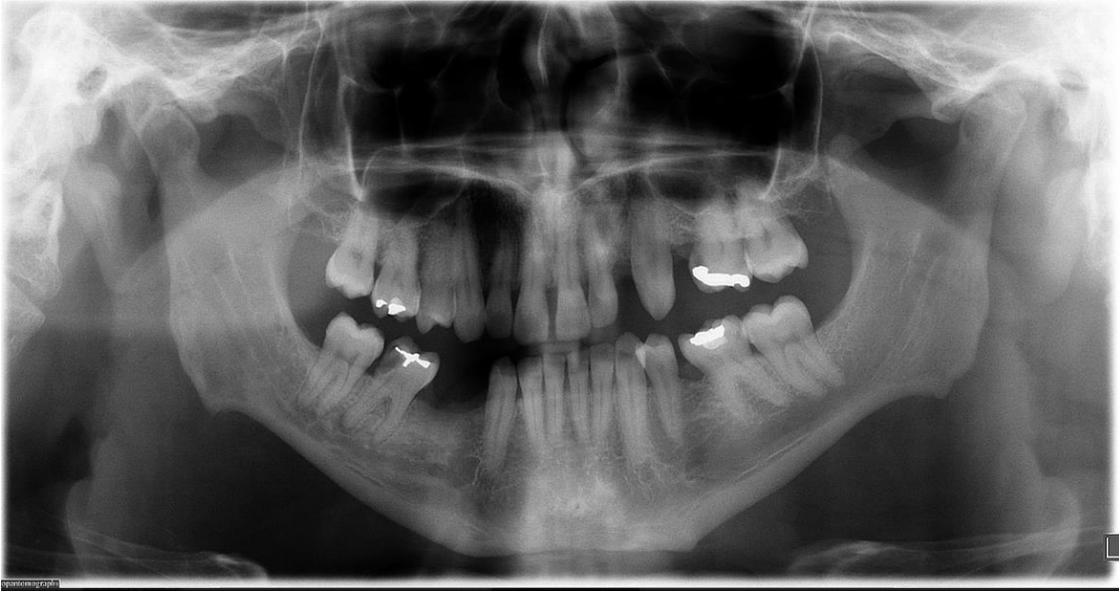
Radiografia panorâmica exibindo uma extensa lesão de cárie na face distal do dente 47 cuja polpa pode está no estado de pulpite irreversível ou necrosada.
